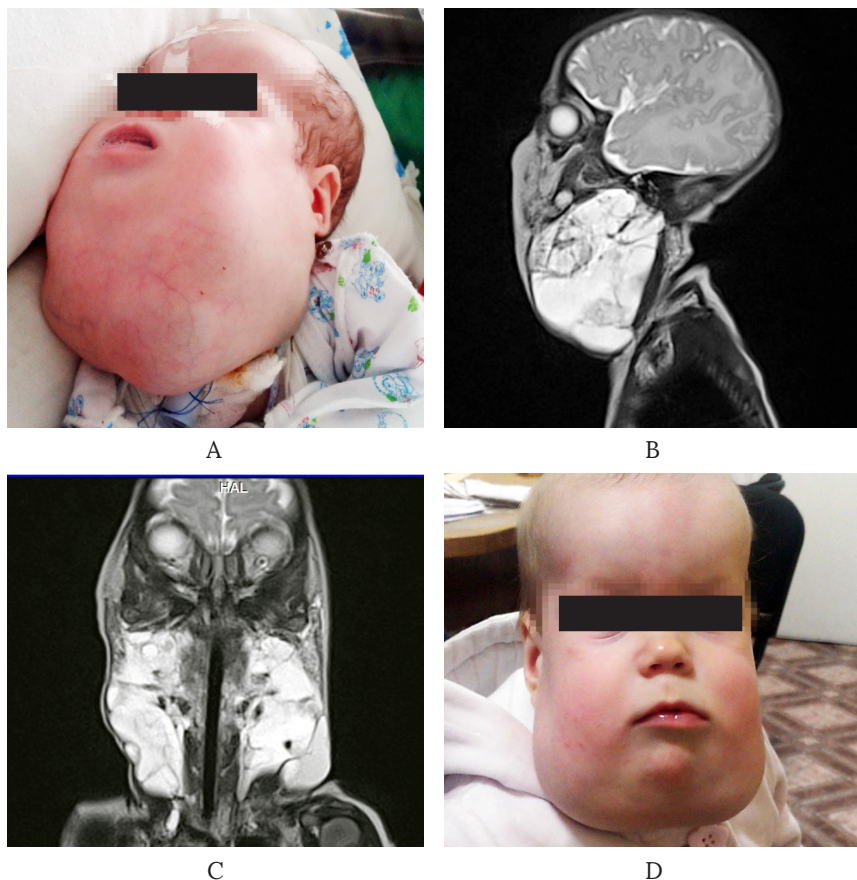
Дівчинка Л., ЛМ ший, обличчя, дна порожнини рота з двобічним ураженням, компресією верхніх дихальних шляхів: А – фото у віці 3 тижні, після операції трахеостомії; В – МРТ в режимі Т2, сагітальна проекція, кістозна ЛМ уражає м'які тканини ший і нижньої частини обличчя; С – МРТ в режимі Т2, коронарна проекція – двобічне ураження; D – фото у 2 роки, після 4 курсів імунотерапії ОК-432.
